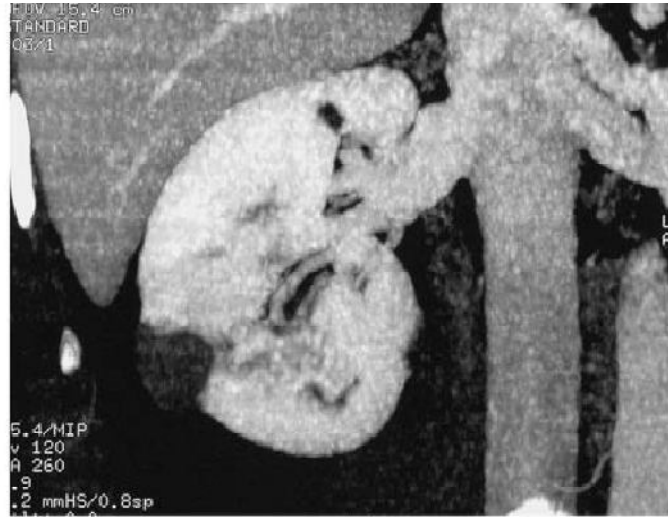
aspect TDM d'un CCR étudié dans les différentes phases. sans injection de PC
